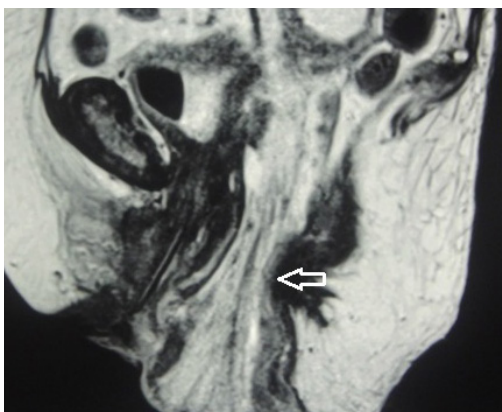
Resonancia magnética de la pelvis, donde se observa el introito vaginal ampliado, de 5 cm de diámetro, por donde protruyen las asas intestinales y el mesenterio (flechas). Fuente: original de los autores.
